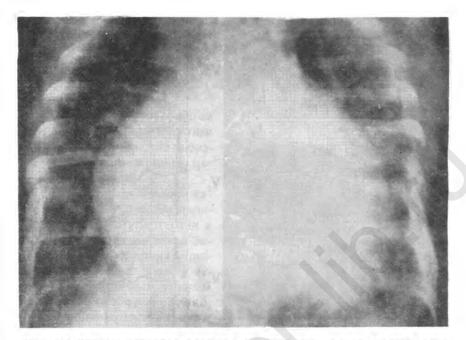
Рентгенограмма органов грудной клетки у ребенка 7 мес. с ДМЖП (выраженная кардиомегалия и обогащение сосудистого рисунка легких)
